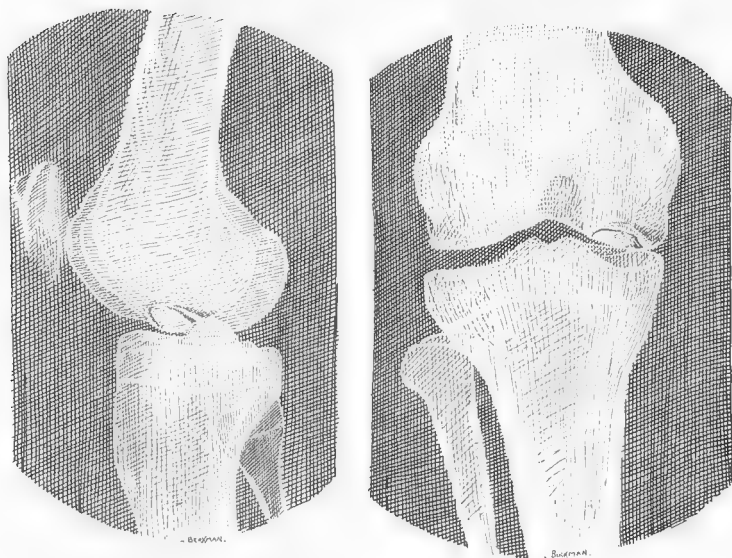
Images radiographiques d'une lésion typique d'ostéochondrite disséquante du condyle interne (obs. 2).
